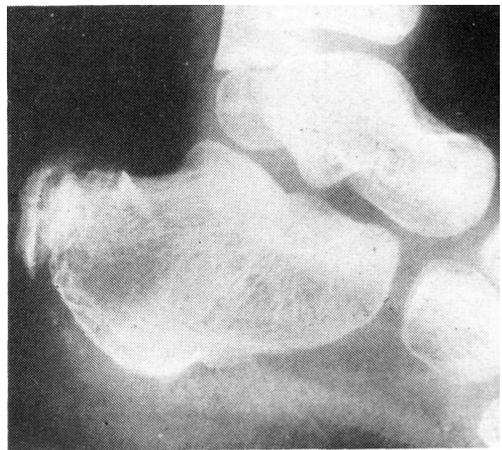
Radiografía lateral del calcáneo derecho 4 meses más tarde que las anteriores en la que se aprecia un aumento del tamaño de la tumoración y de la osificación en la tuberosidad mayor.
